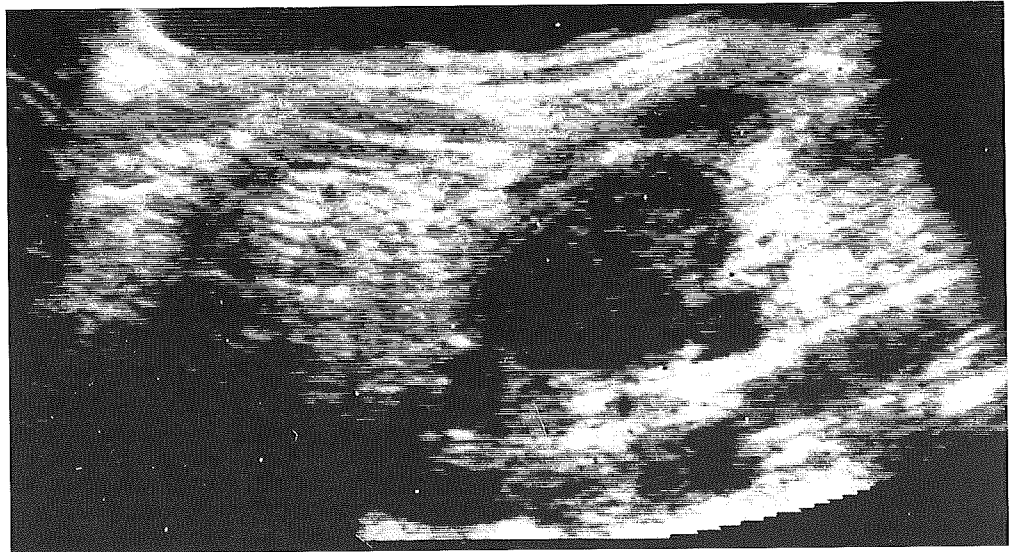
Ecografía cervical: en contacto con lóbulo tiroideo izquierdo, sin que pueda precisarse su relación, masa de 25 mm de diámetro. Masas adenopáticas bilaterales. Pequeño nódulo tiroideo de aspecto benigno en lóbulo derecho.
